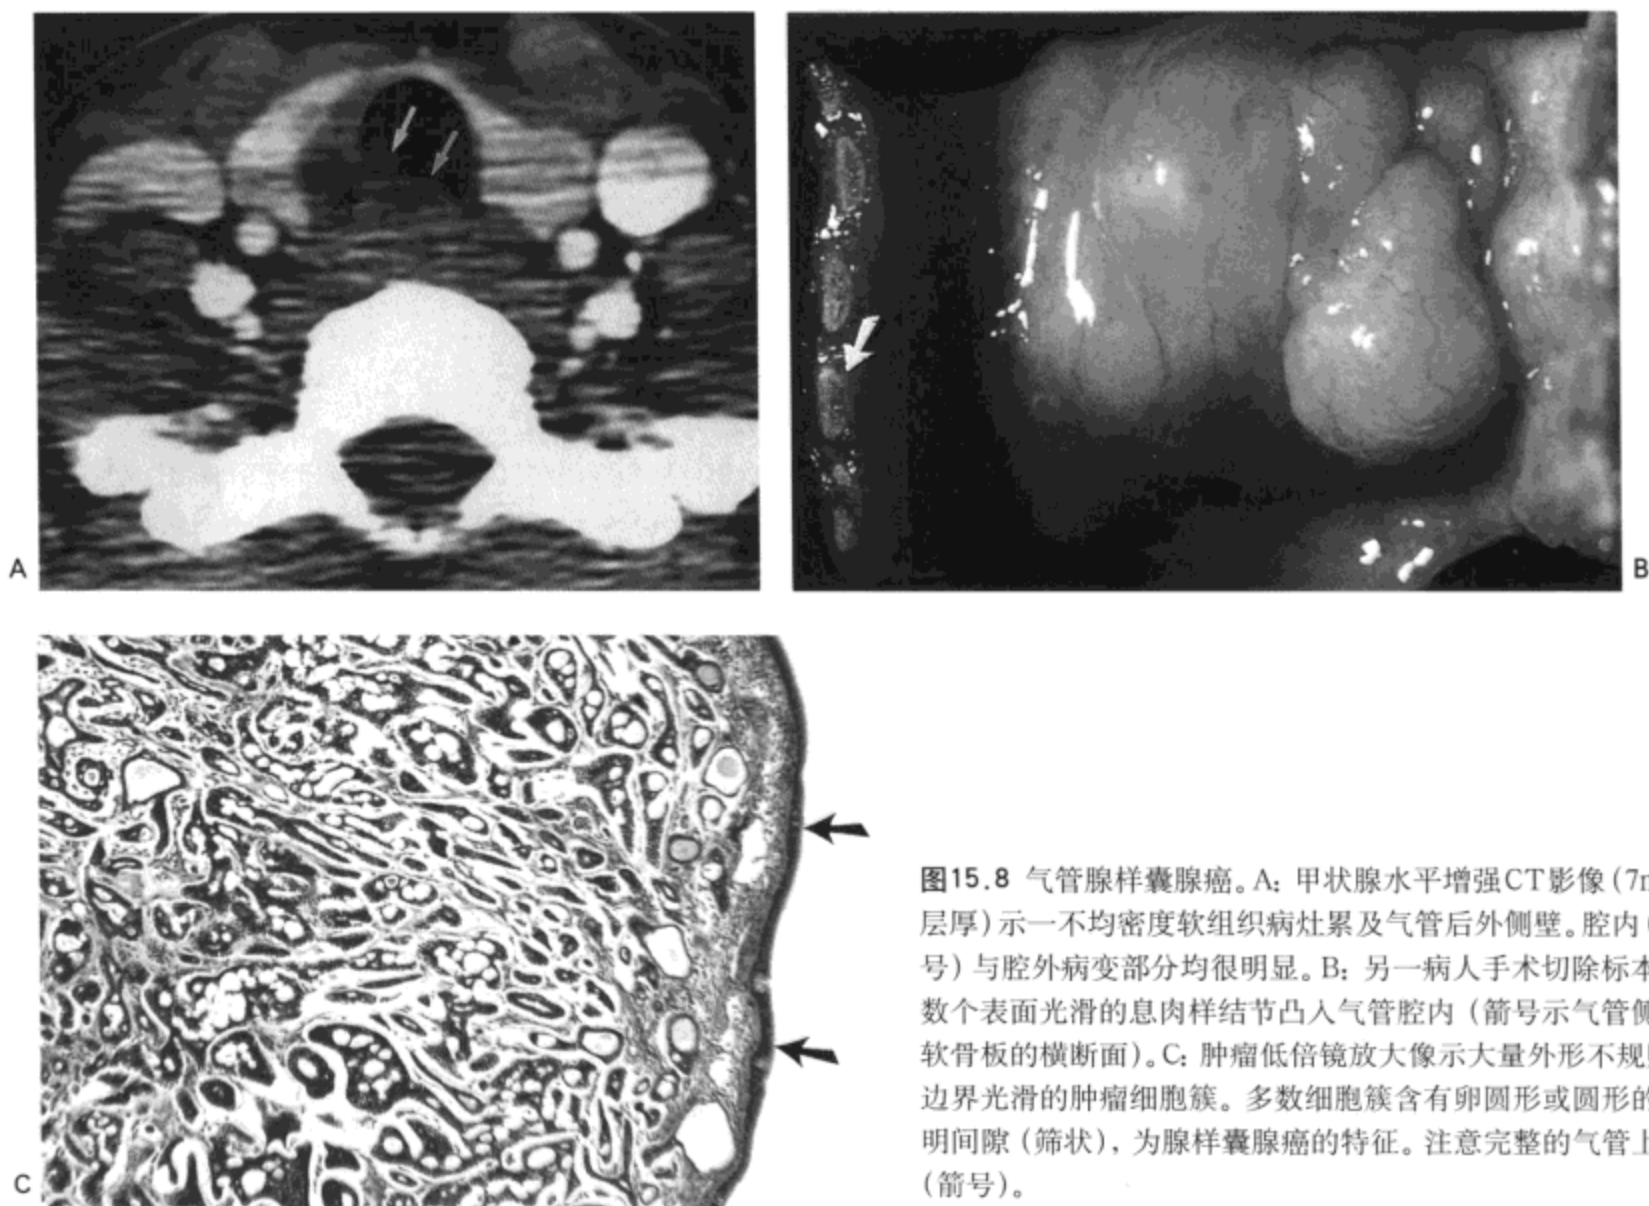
气管腺样囊腺癌。A: 甲状腺水平增强CT影像(7mm层厚)示一不均密度软组织病灶累及气管后外侧壁。腔内(箭号)与腔外病变部分均很明显。B: 另一病人手术切除标本示数个表面光滑的息肉样结节凸入气管腔内(箭号示气管侧壁软骨板的横断面)。C: 肿瘤低倍镜放大像示大量外形不规则,边界光滑的肿瘤细胞簇。多数细胞簇含有卵圆形或圆形的透明间隙(筛状),为腺样囊腺癌的特征。注意完整的气管上皮(箭号)。
